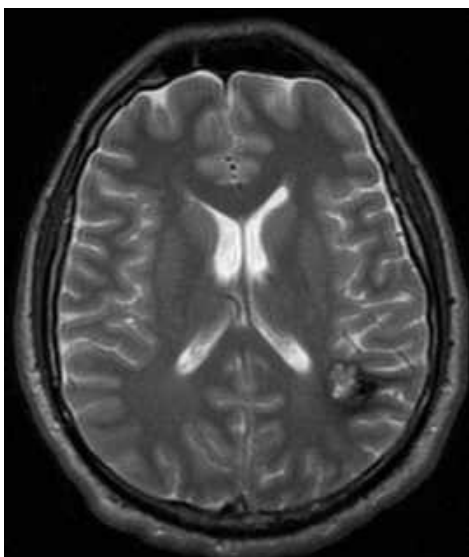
МРТ головного мозку (T2 ЗЗ, аксіальний зріз). Кавернома лівої тім'яної частки (спостереження №100, хворий Ч-з, історія хвороби №28565).
